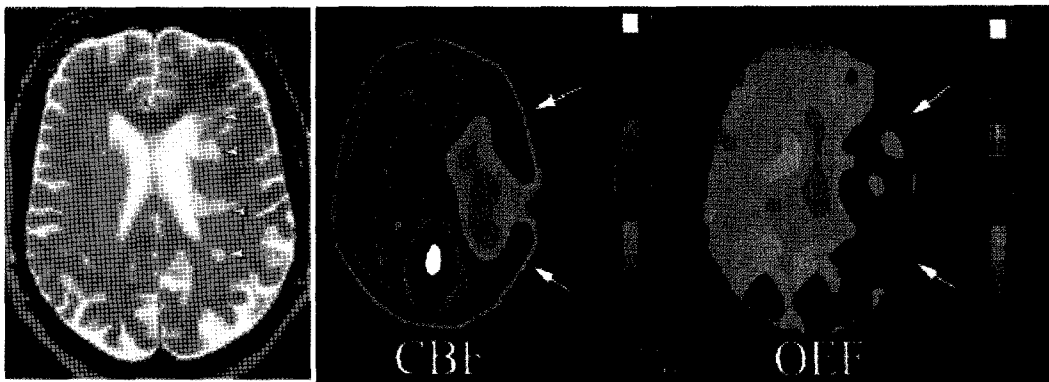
Patients with left internal carotid occlusion presented with multiple white matter infarct(arrows) at T2 MRI. PET image of this cerebral ischemia at subacute stage showed reduced CBF and increased OEF at the penumbra of the affected hemisphere. This patient improved from aphasia eventually.
